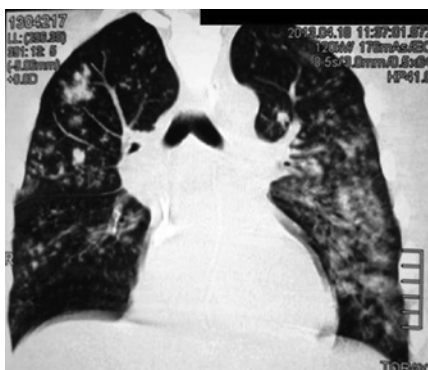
Tomografia computadorizada de tórax sem contraste com diminuição dos infiltrados com padrão em vidro fosco, persistindo as consolidações de padrão alveolar.
